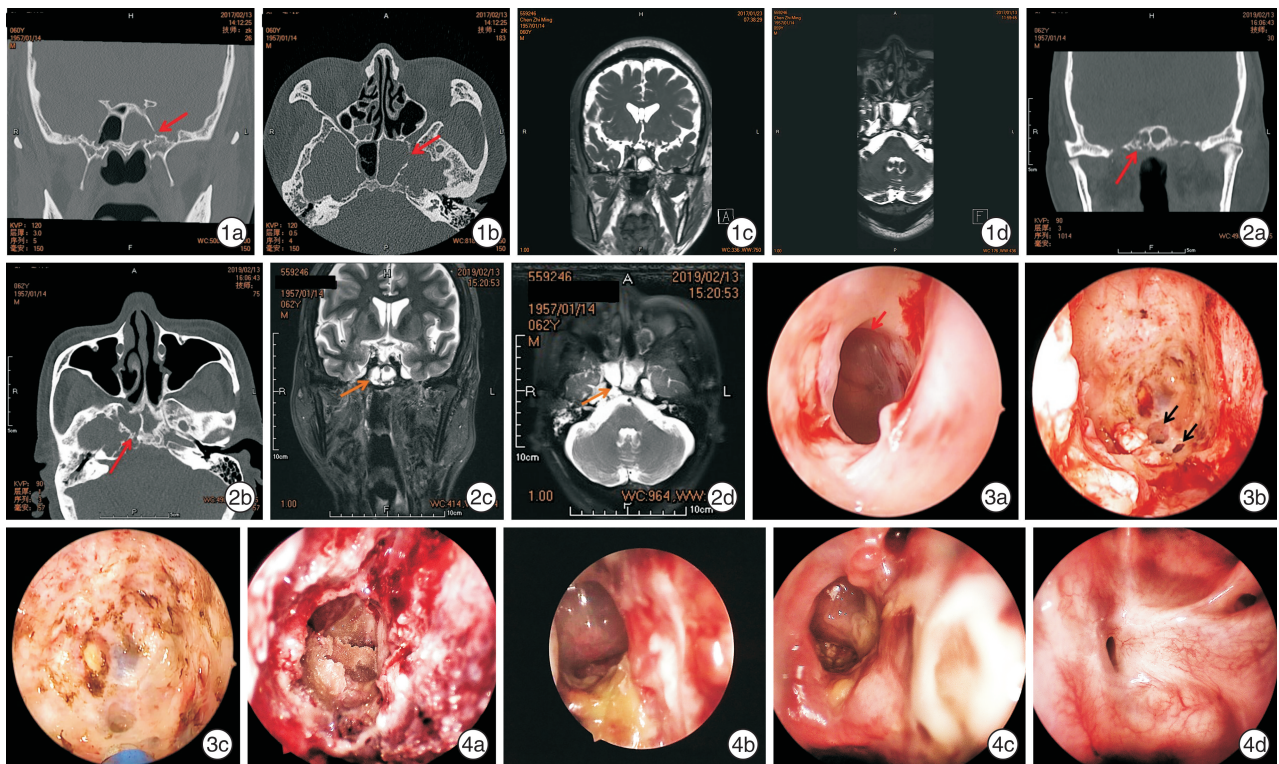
2017 年患者首次脑脊液鼻漏时行冠状位及水平位 CT、MRI 检查 1a、1b:CT 显示左侧蝶窦外侧壁骨质缺损(箭头所示);1c、1d:MRI 显示左侧蝶窦腔内 T2WI 高信号影,考虑脑脊液鼻漏可能; 图 2 2019 年患者第 2 次脑脊液鼻漏时行冠状位及水平位 CT、MRI 检查 2a、2b:CT 显示右侧蝶窦底壁及后壁筛孔样骨质缺损(箭头所示);2c、2d:MRI 显示右侧蝶窦内 T2WI 高信号影,并与硬膜内沟通(箭头所示); 图 3 2019 年患者在鼻内镜下行右侧蝶窦脑脊液鼻漏修补术 3a:内镜下见右侧蝶窦腔内黏膜下积液,提示脑脊液从黏膜下骨质缺损处流出(箭头所示);3b:内镜下见右侧蝶窦底壁及后壁呈筛孔样骨质缺损(箭头所示);3c:修补缺损前先使用电凝,创造出新鲜的移植创面; 图 4 2019 年患者二次脑脊液鼻漏修补术后鼻内镜检查 4a:修补术后 7 d,右侧蝶窦腔内可见残留明胶海绵;4b:术后 14 d,右侧蝶窦修补处可见脂肪组织,但无蝶窦积液;4c:术后 3 个月,修补移植物生长良好,右侧蝶窦上皮化;4d:术后 3 个月,左侧蝶窦口未见脑脊液鼻漏征象。
